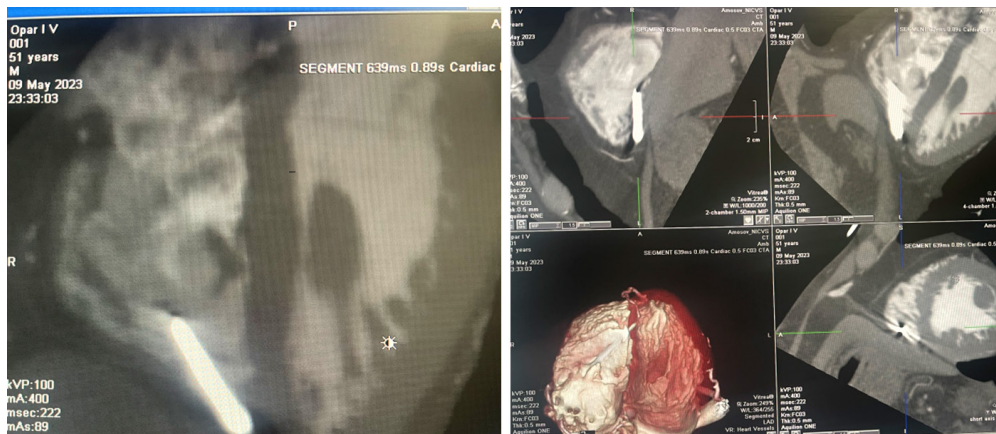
КТ серця. У порожнині правого шлуночка в різних проекціях візуалізується уламок видовженої форми із входженням у міокард верхівкової ділянки
